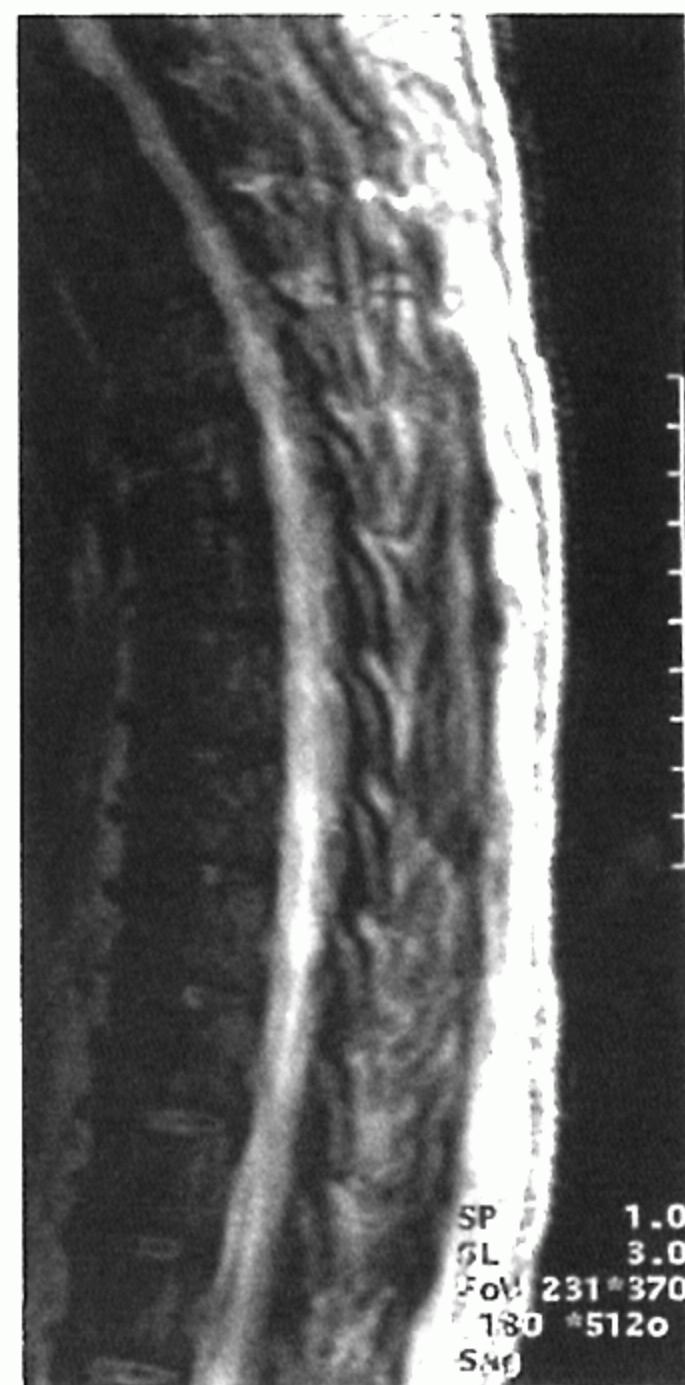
Postoperative spinal cord MRI of the patient 1 shows evidence of cord infarction.
